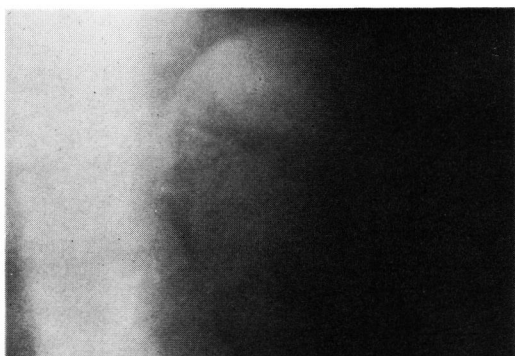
Case 1. Retroperitoneal pneumography combined with tomography.
